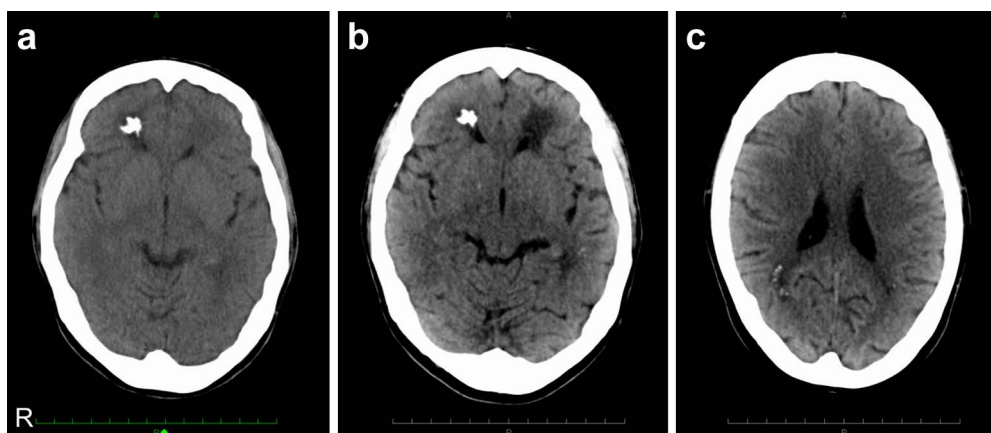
Brain CT scan of this patient on admission and after treatment.
